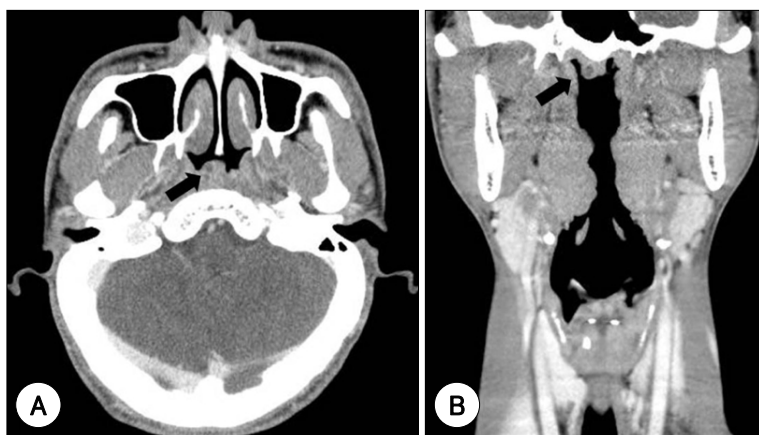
Axial (A) and coronal (B) view of neck CT finding shows polypoid mass (arrow) including small low density lesion at posterior wall of the nasopharynx.
